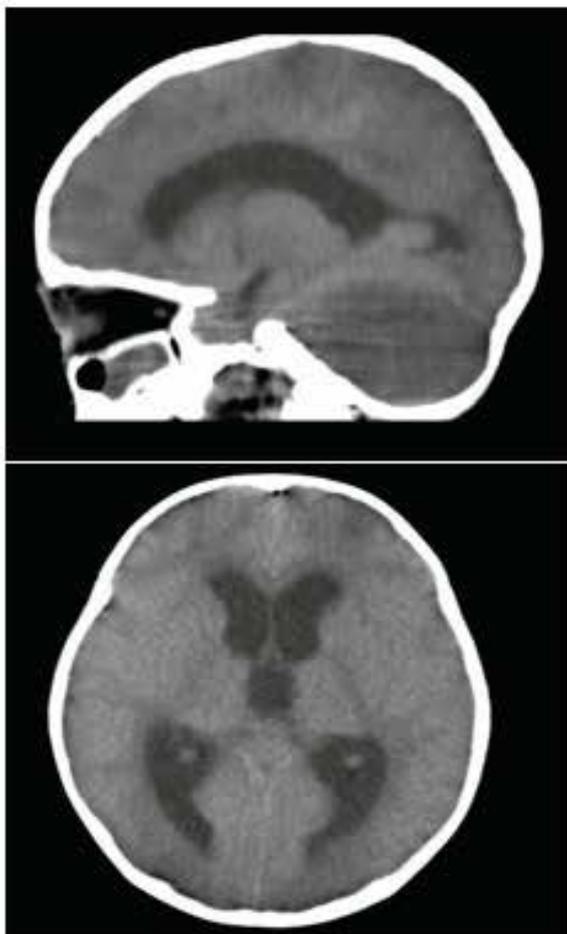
Imágenes de Tomografía Computarizada.
